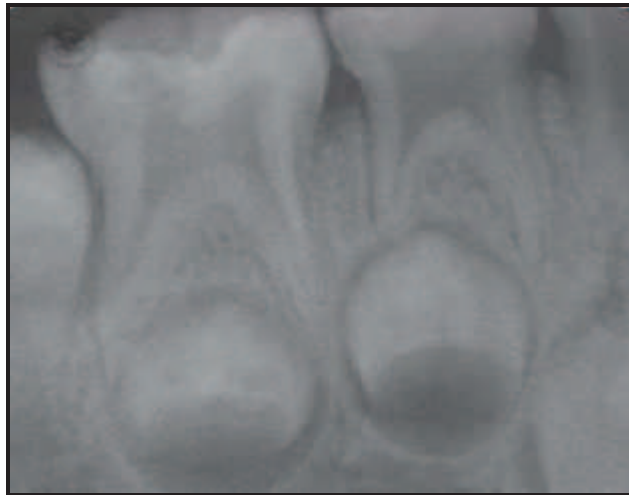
radiographie rétroalvéolaire montrant la rhizalyse de 84 et 85 (Godhi *et al*, 2011)
